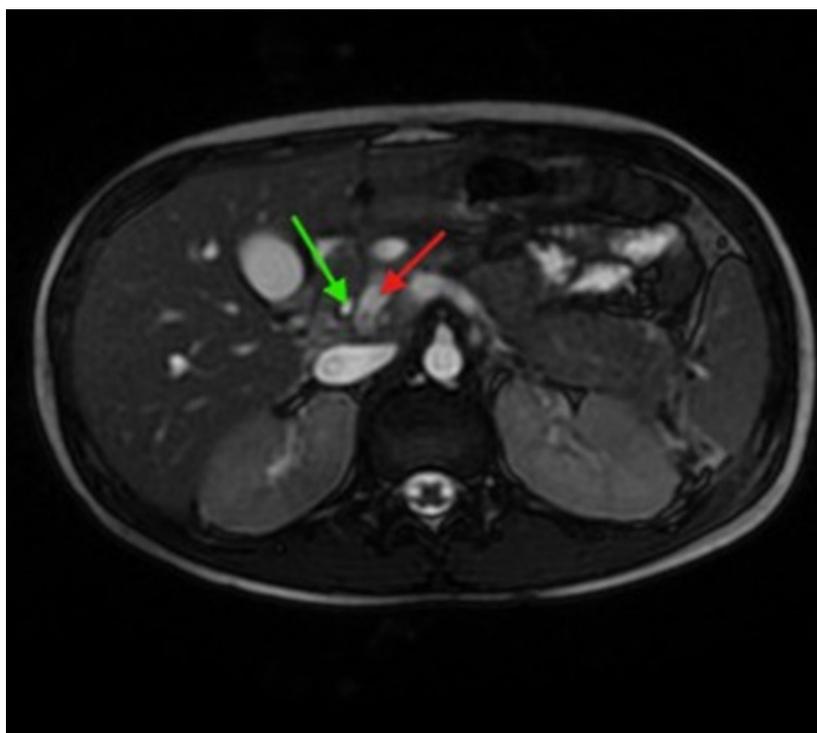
Colangiografía con resonancia nuclear magnética, plano axial. Se visualiza páncreas con engrosamiento, conducto colédoco (flecha verde) y conducto pancreático dilatado (flecha roja), sin embargo no se visualiza con claridad la entrada de ambos conductos.
